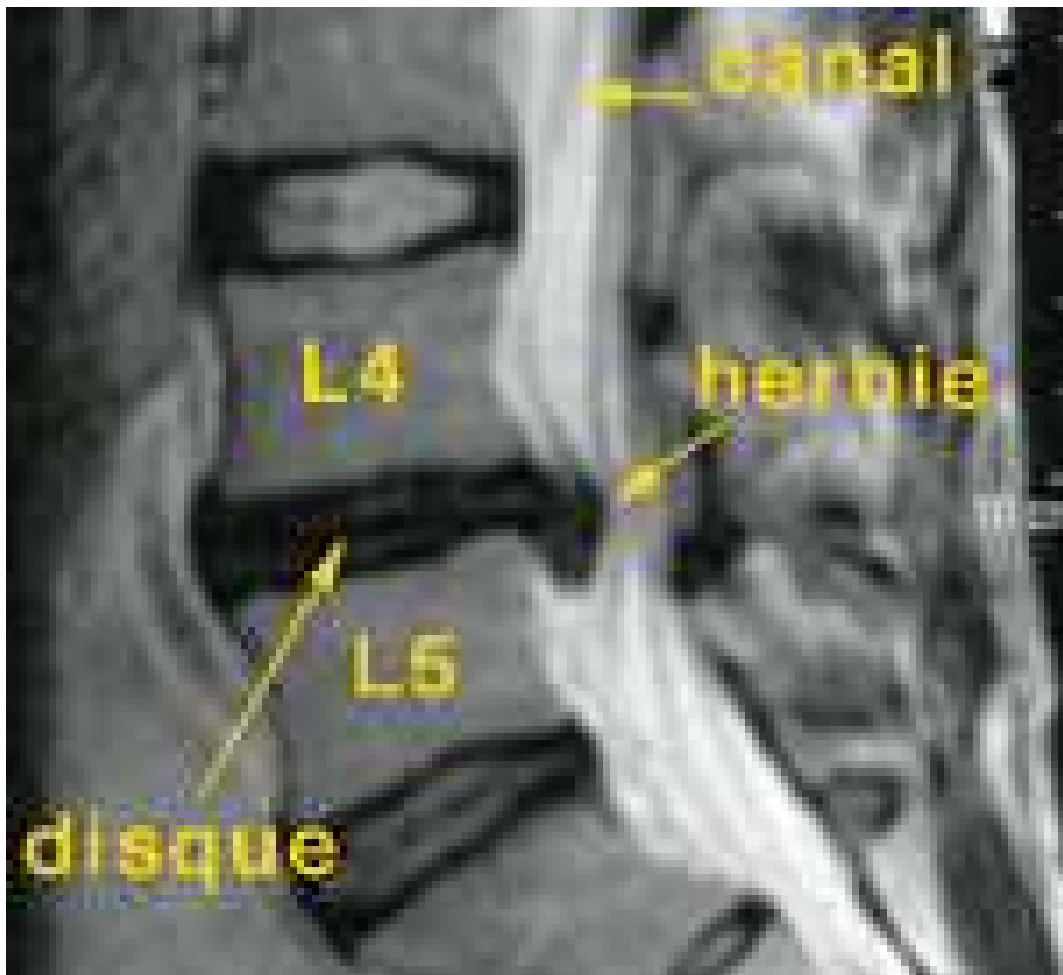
Hernie discale L4-L5 (IRM) [52]
